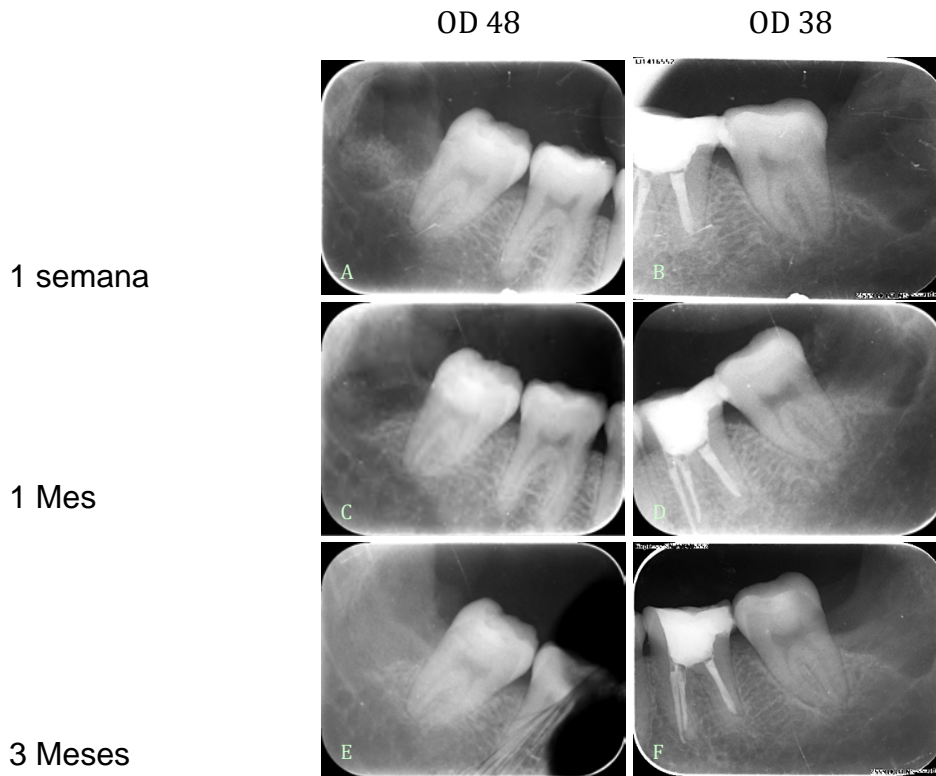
Periapicales de control
